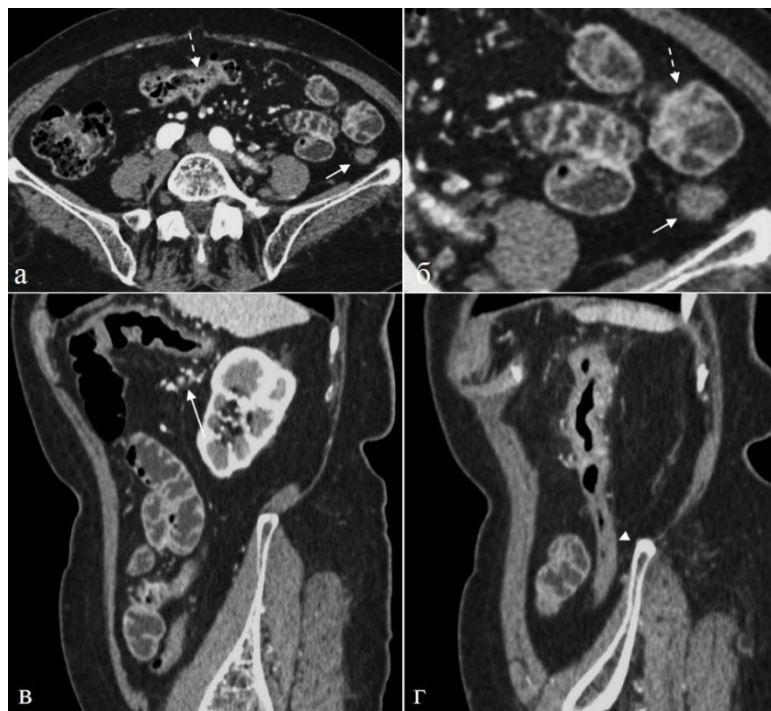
Больная 80 лет. Хронический ишемический энтероколит. Артериальная фаза КУ. а) Аксиальная томограмма и б) ее увеличенный фрагмент. Стенка поперечной ободочной кишки неравномерно утолщена (пунктирная стрелка). Нисходящая ободочная кишка спазмирована, при КУ стенка кишки сохраняет гиподенсивное состояние – пониженное КУ (стрелка). В поперечной ободочной кишке отмечается неравномерное утолщение стенки, которое распространяется на проксимальную часть нисходящего отдела (пунктирные стрелки). в), г) Сагиттальные реконструкции. На границе бассейнов кровоснабжения (селезеночная кривизна ободочной кишки) отмечается утолщение стенки за счет отека, хорошо видны расширенные коллатеральные сосуды брыжейки (стрелка). Дистальная часть нисходящей кишки спазмирована, просвет сужен, КУ понижено (головка стрелки).
